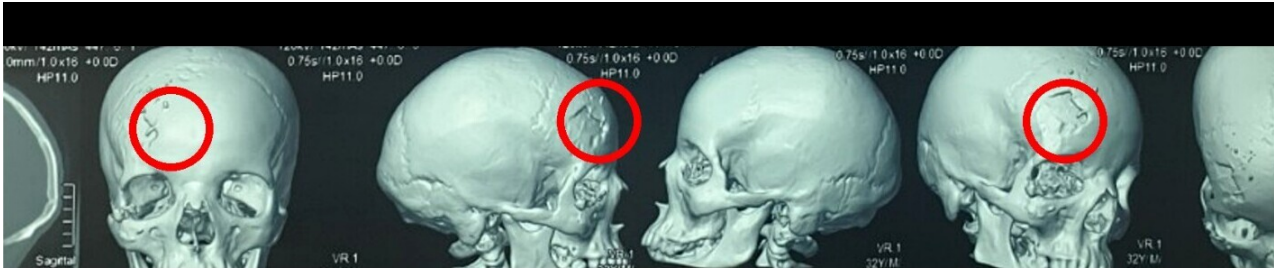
Reconstitution TDM osseuse tridimensionnelle anonymisée mettant en évidence la fracture embarrée frontale droite (cercles rouges). Les bandeaux contenant les identifiants ont été masqués.
